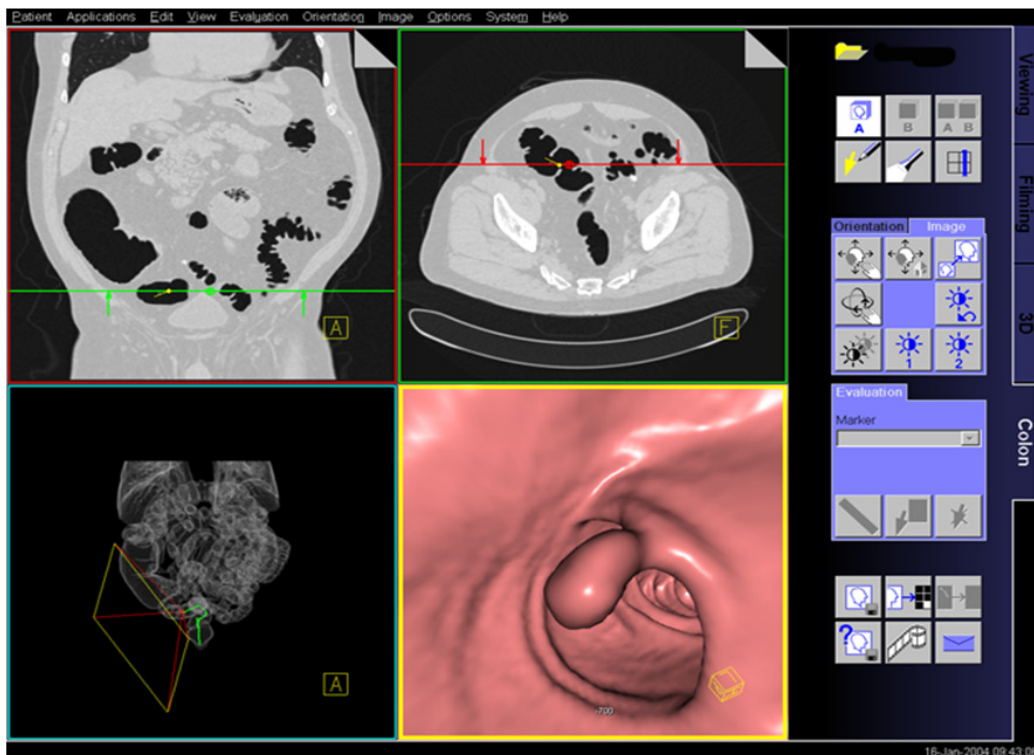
Koronare, axiale und 3D-Rekonstruktion der CT-Scans
